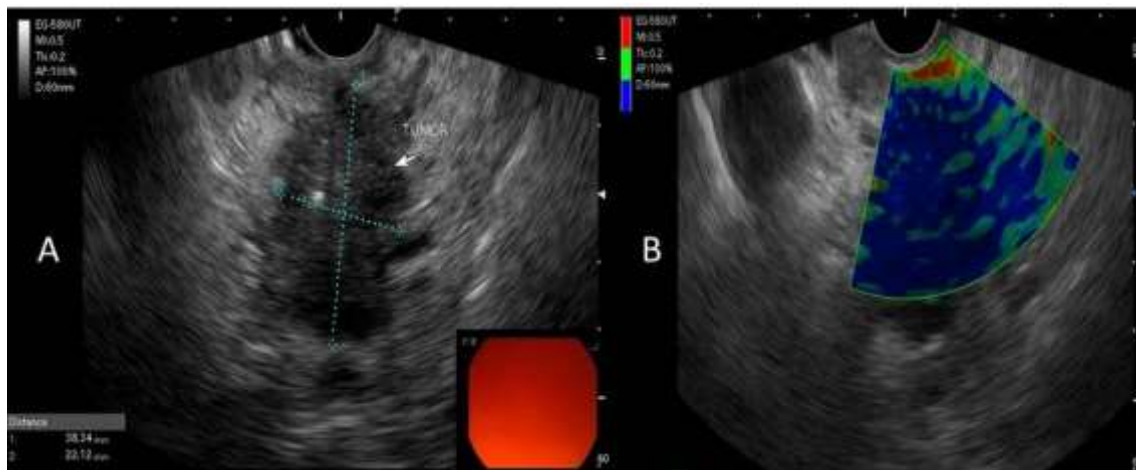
Imágenes de lesión pancreática obtenidas por Ultrasonido endoscópico con elastografía. A: Imagen de lesión sólida pancreática. B: Imagen elastografía de lesión sólida pancreática donde se observa patrón heterogéneo azul predominante, sugestivo de adenocarcinoma pancreático.
